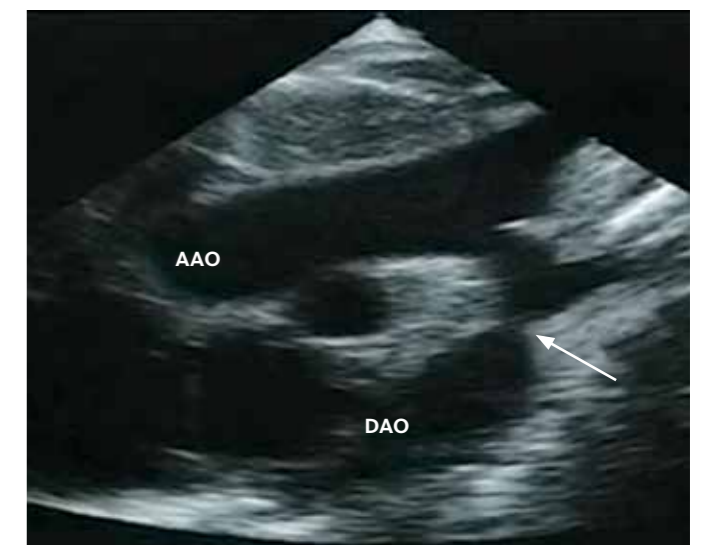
Echokardiographische Darstellung einer kurzstreckigen Aortenisthmusstenose (weißer Pfeil). AAO ascendierende (aufsteigende) Aorta; DAO descendierende (absteigende) Aorta
